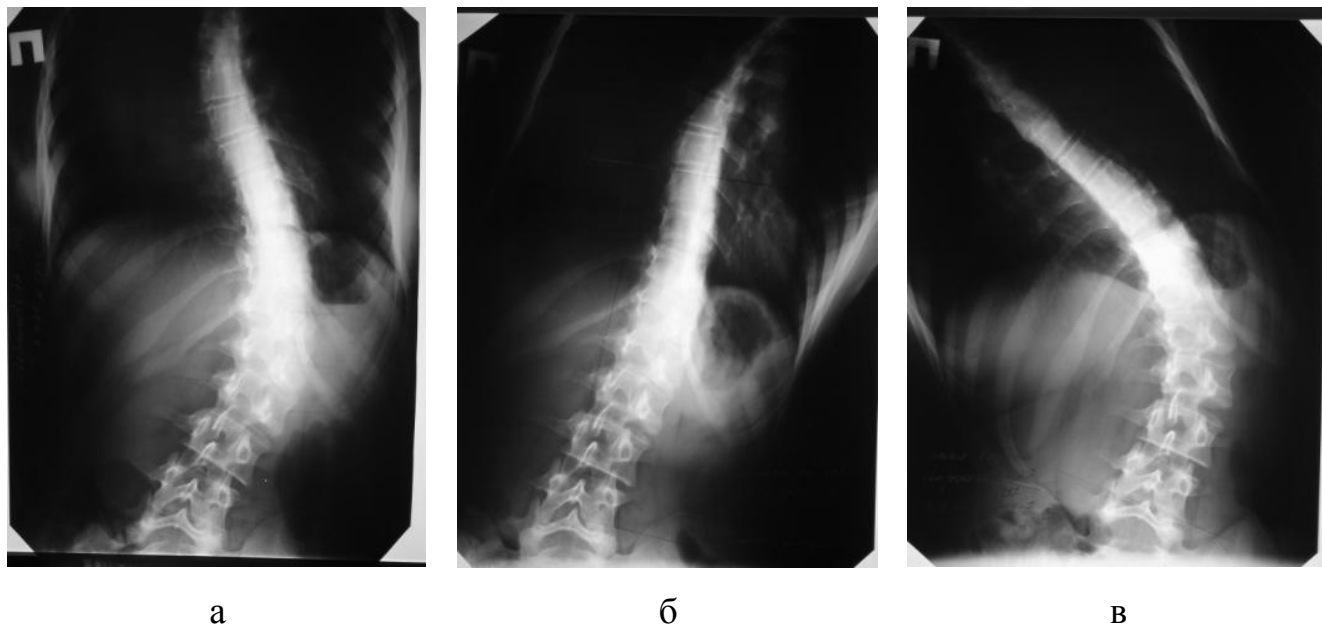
Идиопатический левосторонний грудопоясничный сколиоз величина основной дуги 45° , противодуги 10° функциональные рентгенограммы:
